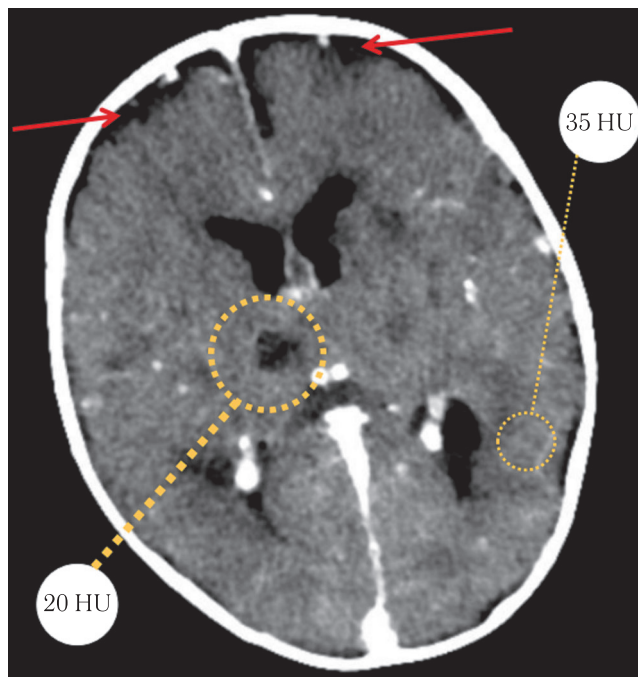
Мультиспиральная компьютерная томография головного мозга. Расширенные субарахноидальные ликворные пространства (стрелки). Признаки участка снижения плотности в области базальных ядер (пунктир) по сравнению с интактной тканью мозга
